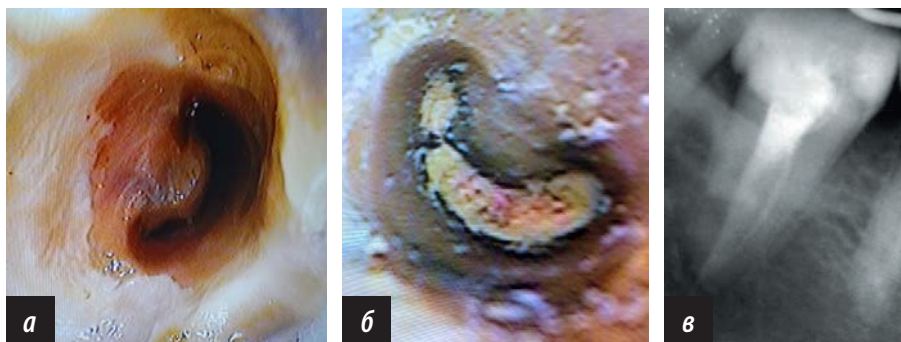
Пациент К., С-образный канал в зубе 4.7. До пломбирования (а), устье канала после пломбирования (б), рентгенограмма корня зуба 4.7 после пломбирования (в)
